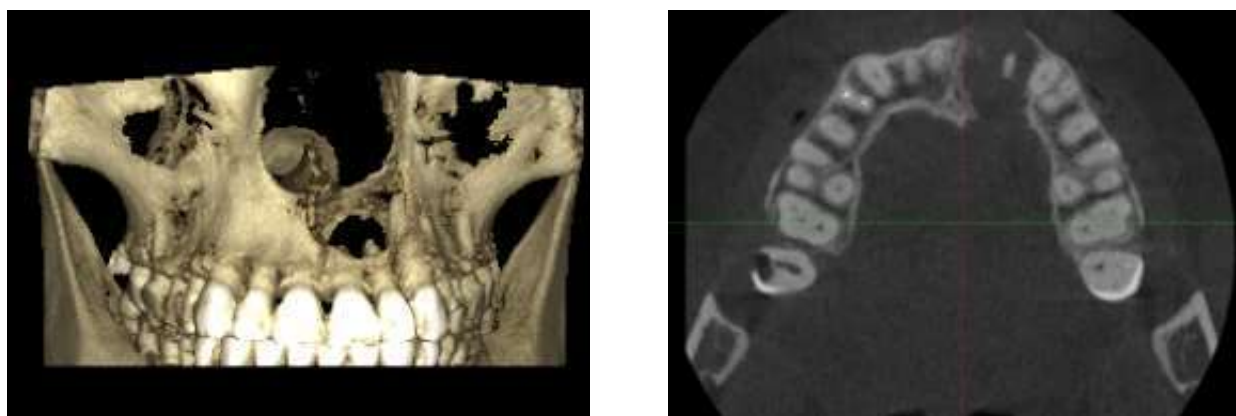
3-D реконструкція та фрагмент КТ-знімку щелеп пацієнтки Й., 18 р. із діагнозом: «глобуломаксилярна кіста» зліва.
